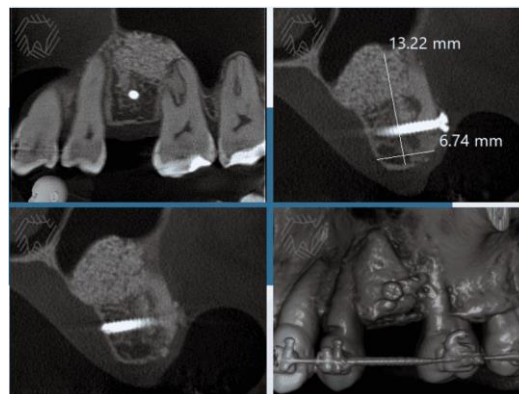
Alteração óssea avaliada por tomografia computadorizada para instalação de prótese sobre implante
